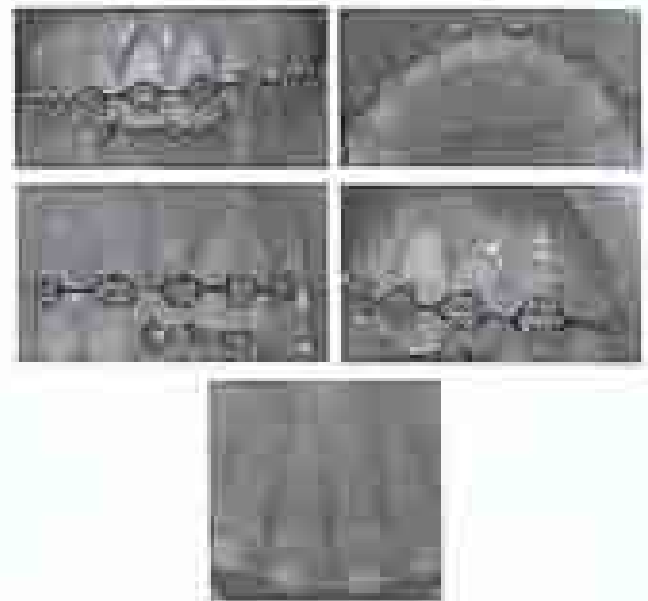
Kontrol 6 bulan pasca bedah tampak resesi pada sisi distal dan bukal (a dan b) radiografi pada kontrol 6 bulan (c)
